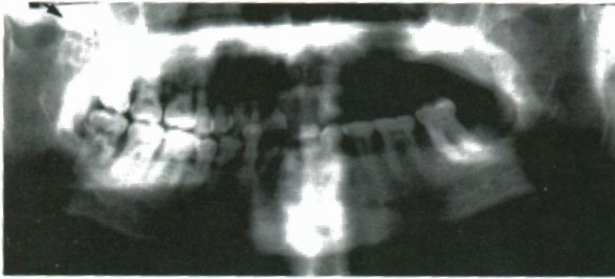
Ortopantomografía en la que se observa la zona de fusión de la apófisis coronoides y el arco cigomático derechos.
